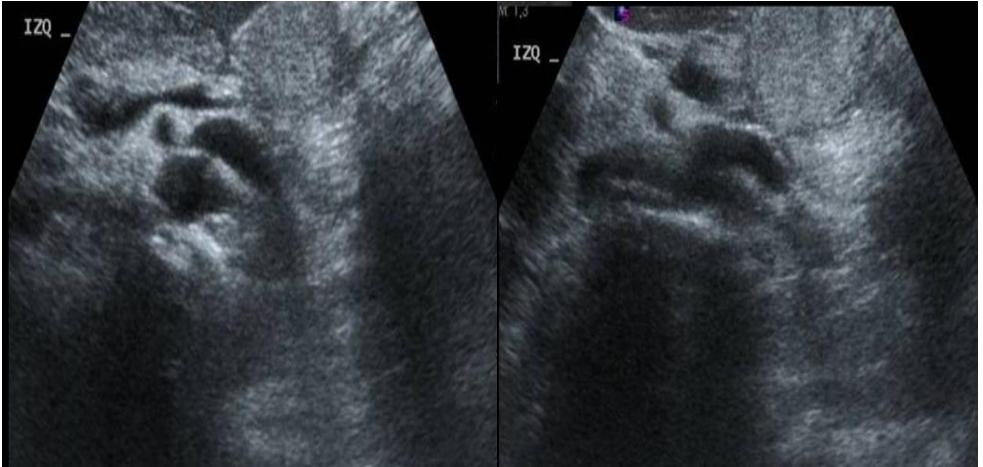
El ultrasonido evidencia la VRI dilatada y la estenosis de la misma en el compás aórtico mesentérico por compresión del mismo
